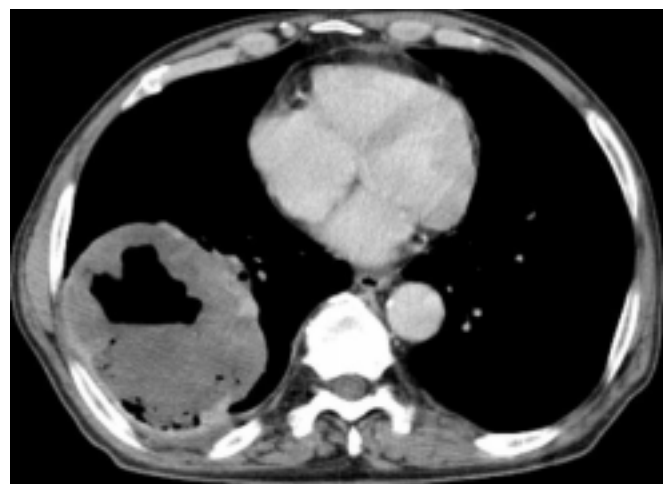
Спіральна комп'ютерна томограма (юніпак 100 мл): справа у проекції нижньої частки визначається абсцес з нерівними товстими стінками і наявністю рідини, розміром 105 × 100 × 96 мм, плевра потовщена в базальних відділах, у правому корені — біфуркаційні лімфовузли збільшені до 9–10 мм у діаметрі
